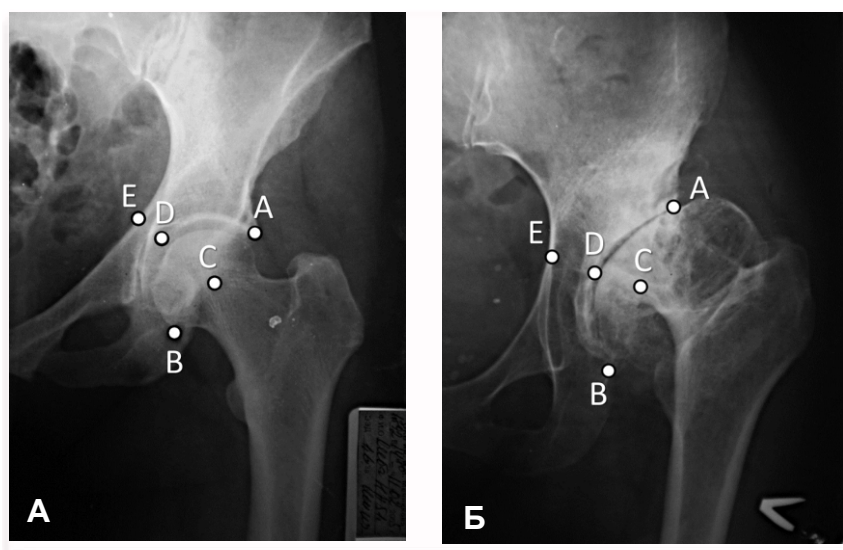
Рентгенантропометрические параметры вертлужной впадины в норме (А) и при дисплазии (Б): АВ – ширина, CD – глубина, DE – толщина дна, CD/AB – индекс впадины.
